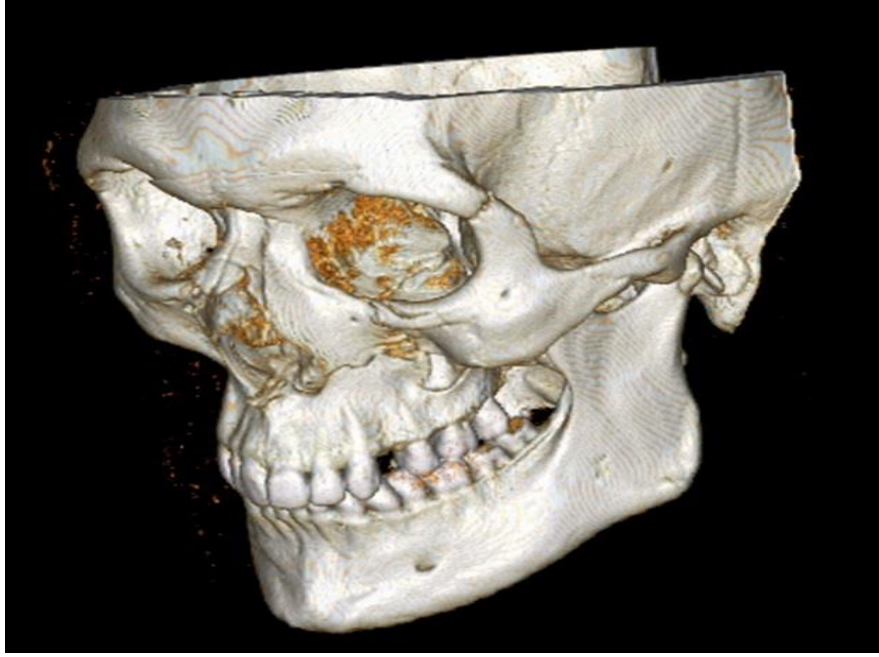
Sol oksipital kemik ve sol mandibula kırıklarının 3D-BT ile rekonstrüksiyonu.
